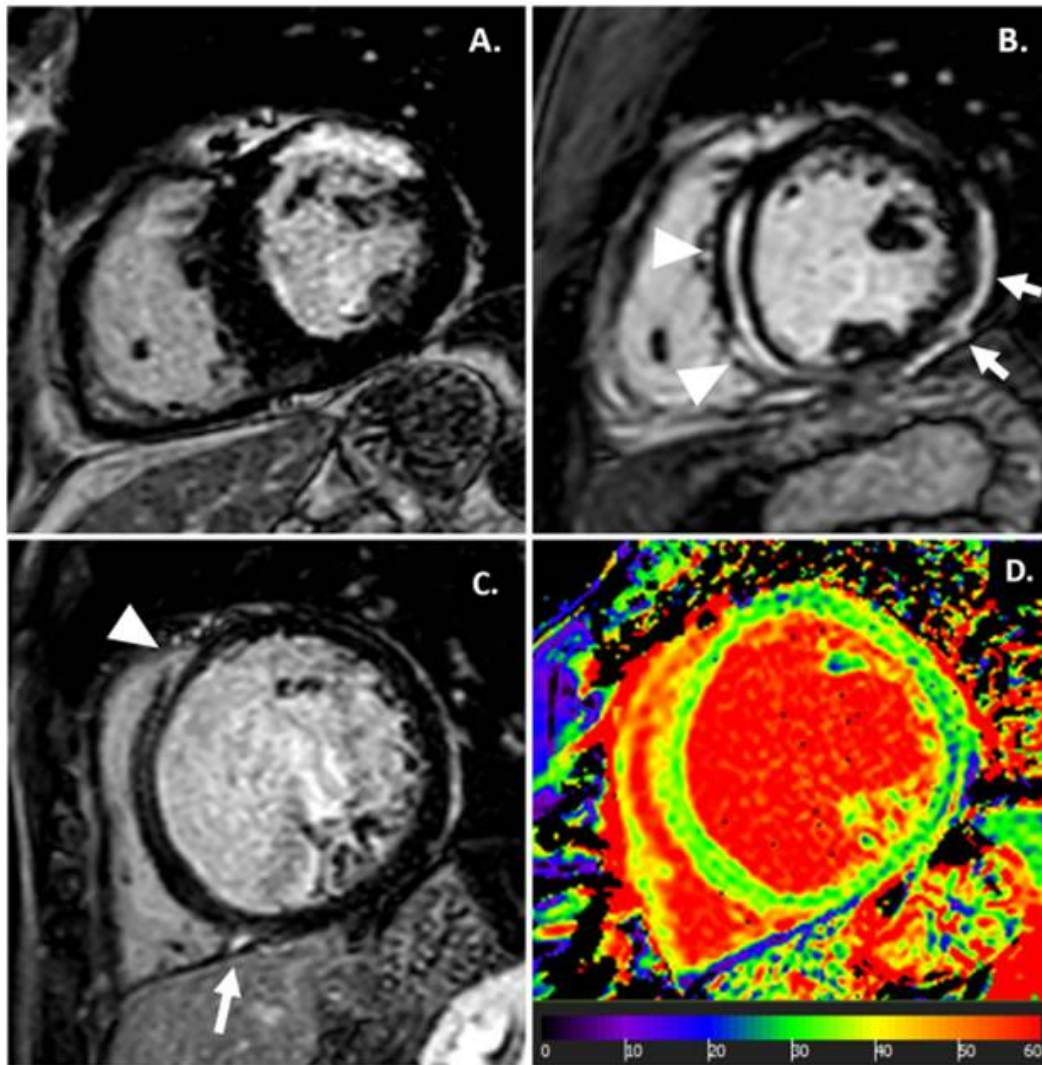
Localisations du rehaussement tardif à l'IRM (n=10)
